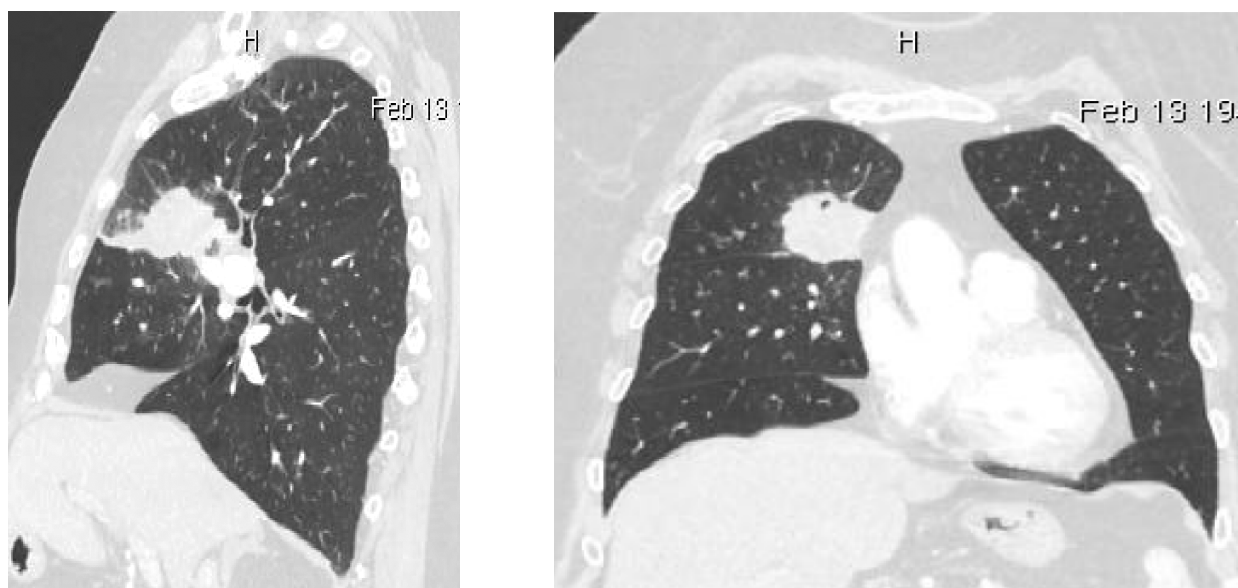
Пациентка К., 1949 г.р. При компьютерной томографии субплеврально в S₃ верхней доли правого легкого определяется мягкотканное, неправильной овоидной формы новообразование, с КТ-признаками распространения через горизонтальную междолевую границу в смежные отделы нижней доли правого легкого. Интраоперационно: в S₃ верхней доли правого легкого на границе со средней долей, с распространением в корень верхней доли правого легкого определяется округлое плотное образование ~6 см в диаметре без признаков вовлечения висцеральной плевры и без инвазии в смежные отделы средней доли. Принято решение о выполнении лобэктомии. Морфология: плоскоклеточный рак
